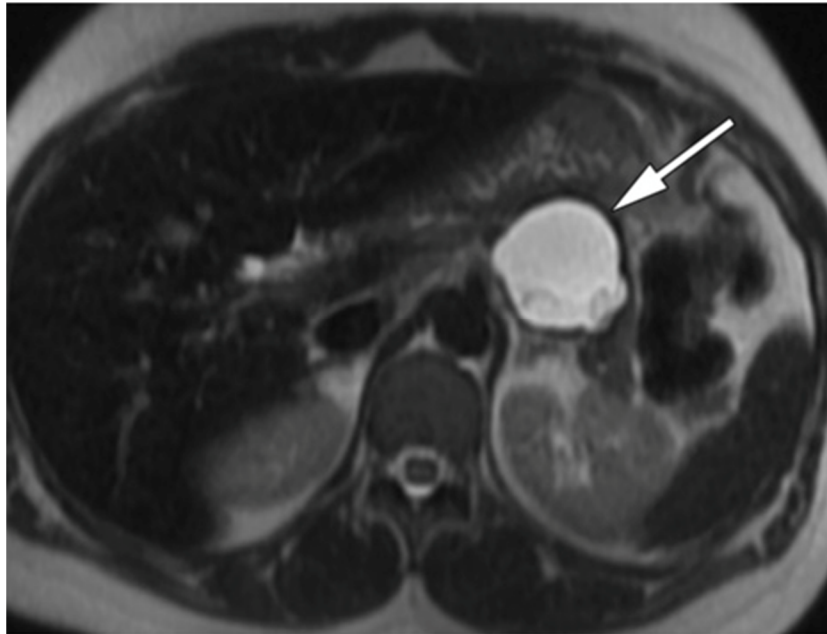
IMAGE D'IRM EN COUPE AXIALE, MONTRANT UN CYSTADENOME MUCINEUX DE LA QUEUE DU PANCREAS [60]
